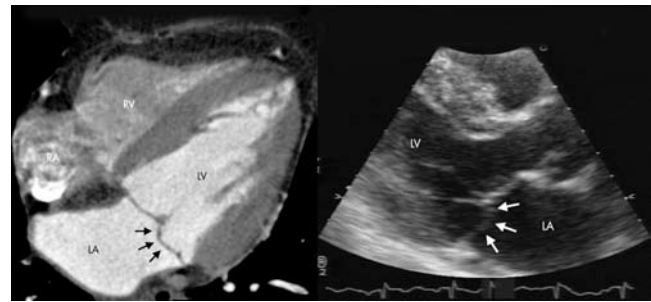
МСКТ сердца по длинной оси (слева) и ЭхоКГ по длинной оси в парастеральной позиции (справа): LA — левое предсердие; LV — левый желудочек; RA — правое предсердие; RV — правый желудочек. Пролапс задней створки митрального клапана (стрелки).
